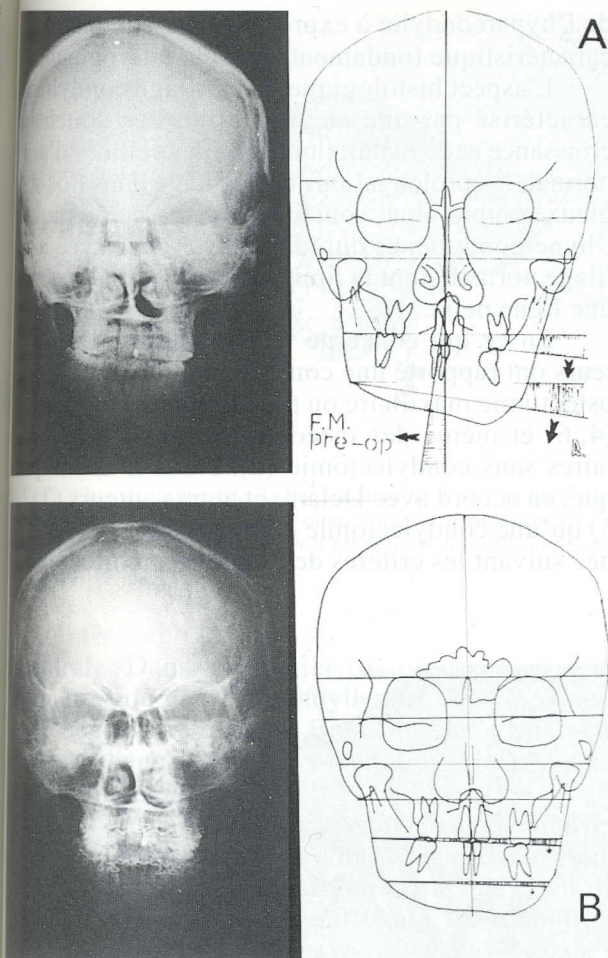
A : téléradiographie et analyse de face, montrant les différences de hauteur notamment au niveau du plan d'occlusion et de l'encoche pré-angulaire. Le menton est dévié du côté sain ; B : un an après l'intervention, l'asymétrie verticale est presque imperceptible.
